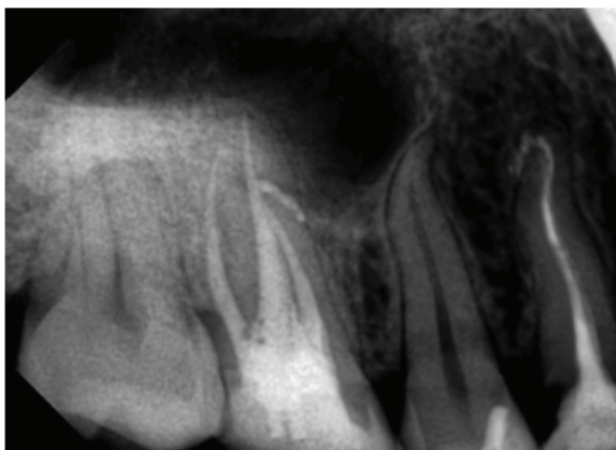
Контрольная рентгенограмма через 2 года после лечения. Периапикальные ткани восстановлены, зуб не беспокоит
